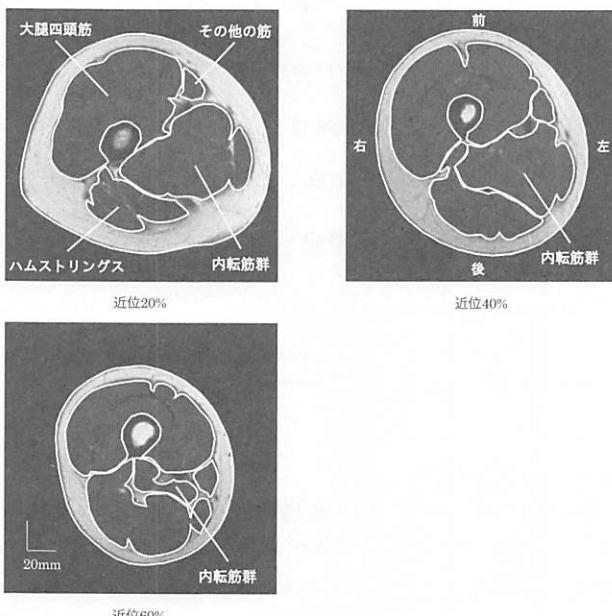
右大腿部の、各部位におけるMRI横断画像の例を示した。
